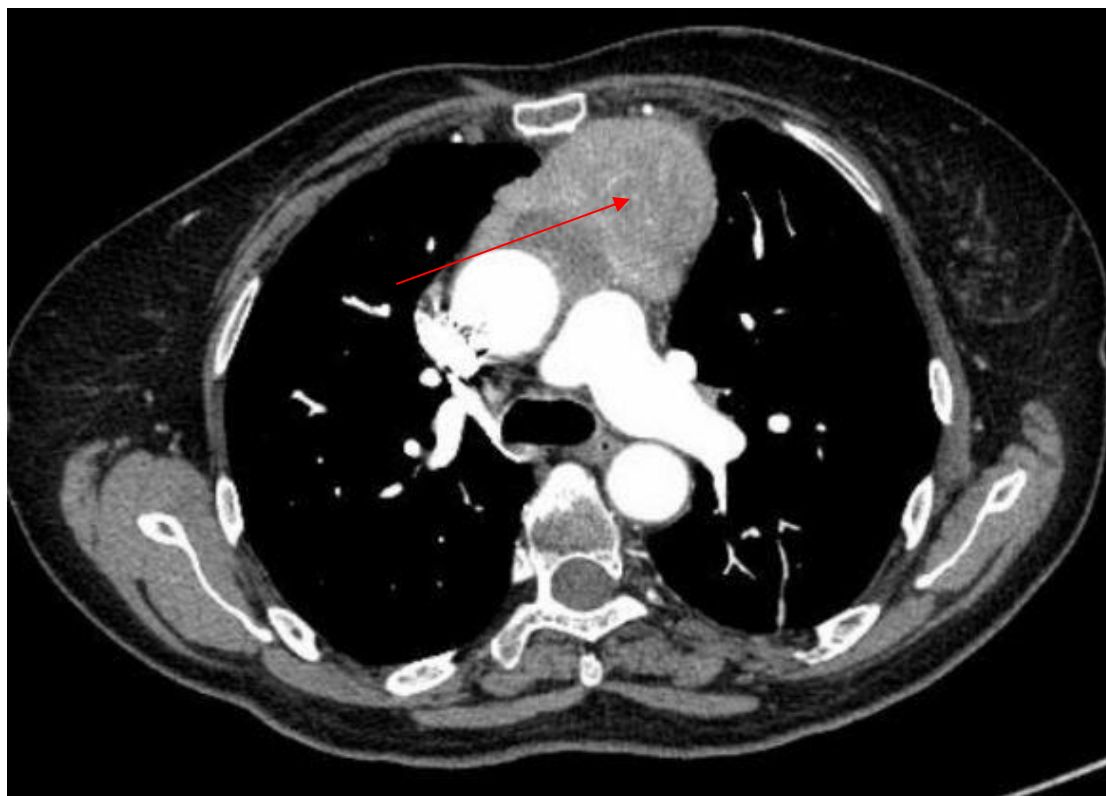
МСКТ ОГК пациентки С.
